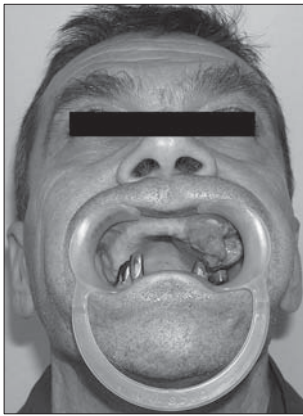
Больной В. до лечения: а — состояние полости рта, б — объемное компьютерное рентгеновское изображение черепа.
